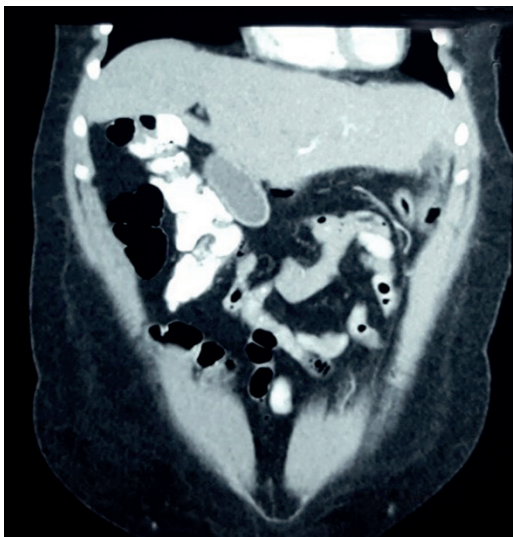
Paciente 2. Colangiografía resonancia y tomografía computarizada de abdomen: se aprecia vesícula biliar subhepática izquierda con doble halo por el edema de la pared vesicular.
